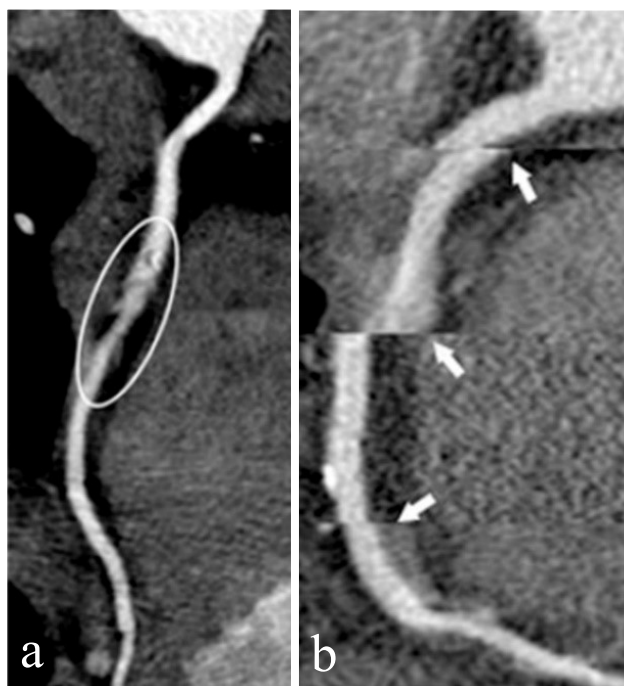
Elaborazione CPR dell'arteria coronaria destra su una scansione angio-TC. L'immagine a mostra un artefatto da sfocatura correlato al movimento cardiaco, l'immagine b mostra artefatti a gradini (freccie) dovuti ad aritmia cardiaca – Tratto da [28].
